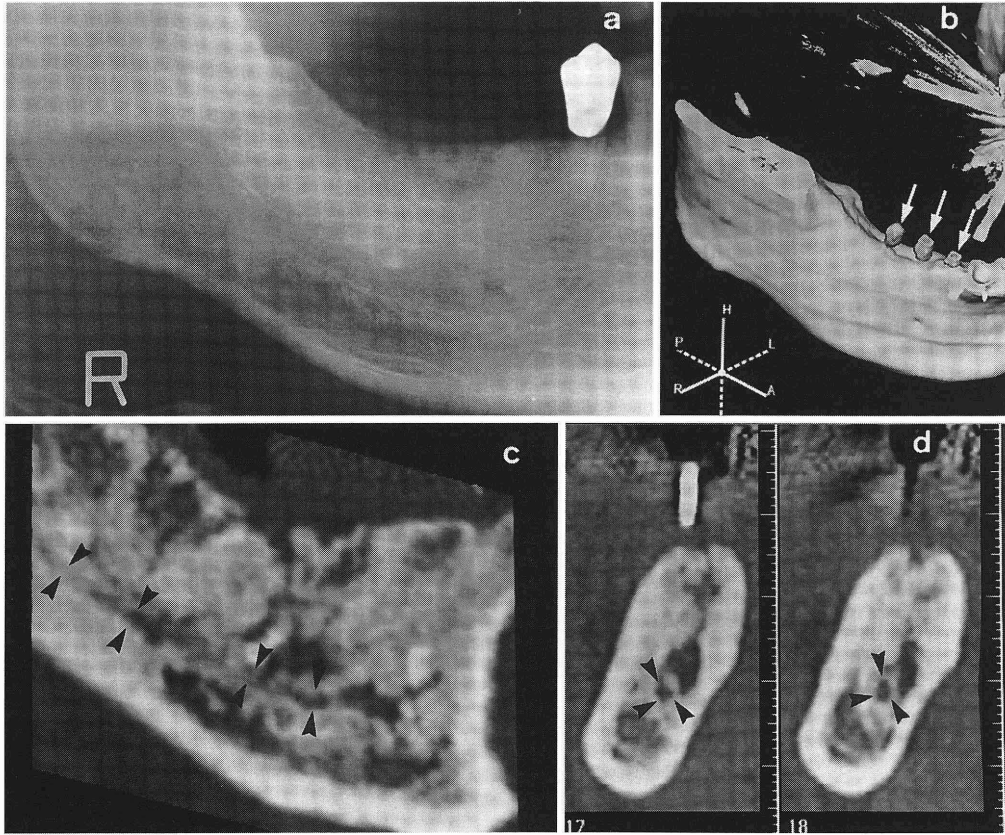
a; パノラマ X 線写真。b; 三次元 CT 画像。右側下顎臼歯部の埋入予定部位を示している (矢印)。c; 歯列に沿った MPR 画像。歯槽頂は不整、海綿骨は骨吸収像と骨硬化像が混在している。上下の下顎管壁が認められる (矢頭)。d; c に対して垂直な MPR 画像。下顎管が明瞭に認められる (矢頭)。
